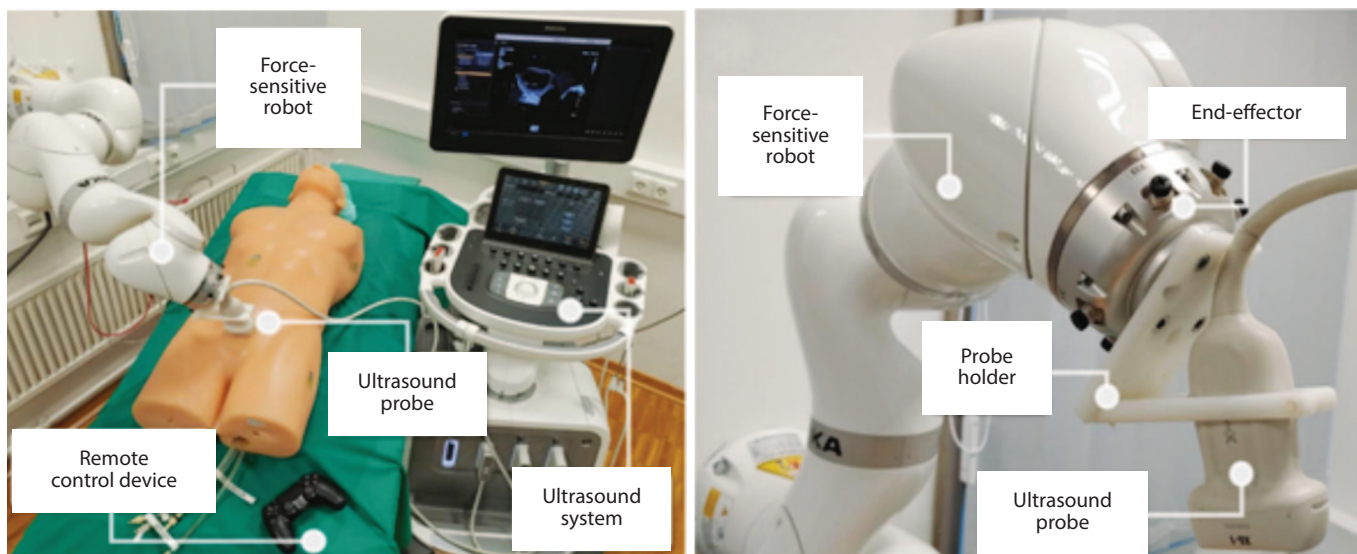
Робот, чувствительный к силе. Force-sensitive robot – робот, чувствительный к силе. Ultrasound probe – датчик УЗИ. Remote control device – устройство для дистанционного управления. Ultrasound system – аппарат УЗИ. End-effector – концевой эффектор. Probe holder – держатель датчика [30]
